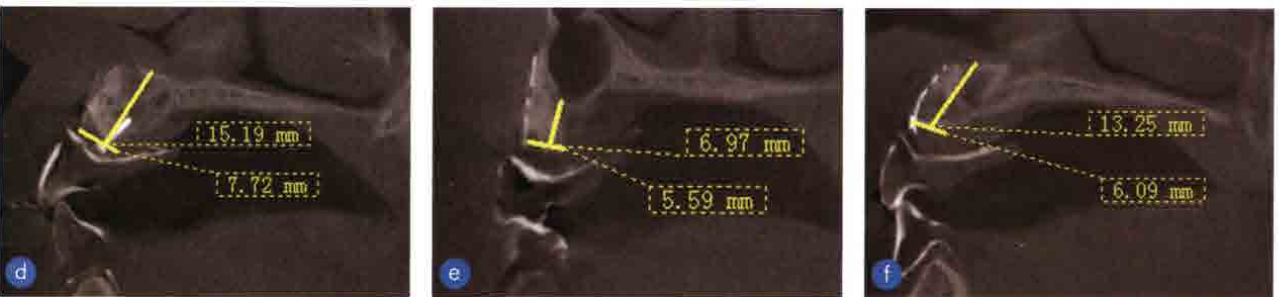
上颌种植术前情况。a. 种植术前咬合正面观；b. 上颌殆面观；c. CBCT示上颌右侧侧切牙牙位区矢状面情况；d. CBCT示上颌右侧尖牙牙位区矢状面情况；e. CBCT示上颌右侧第二前磨牙牙位区矢状面情况；f. CBCT示上颌左侧侧切牙牙位区矢状面情况
